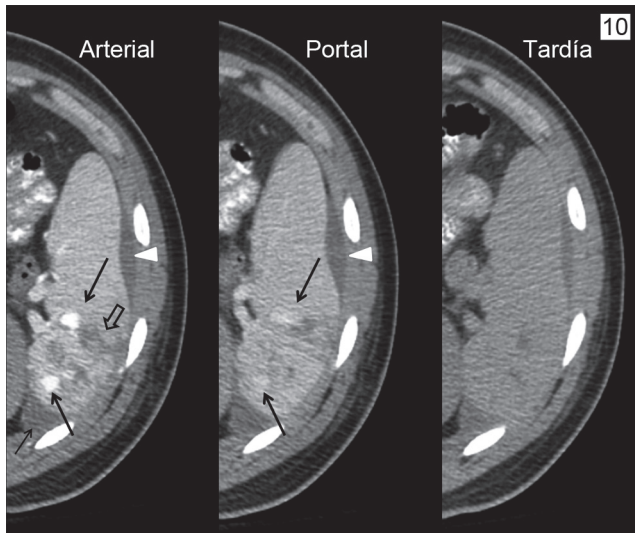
Masculino de 20 años que sufrió accidente, en motocicleta, bajo los efectos del alcohol. Al ingreso el *Fast* es positivo; sin embargo, permanece hemodinámicamente estable con manejo no operatorio y queda a cargo por 6 días en el Servicio de Ortopedia por fractura bilateral de tibia. Durante este tiempo el dolor abdominal progresa en intensidad motivo por el cual se solicita una TC contrastada. La TC en fase arterial muestra escaso líquido periesplénico, un pequeño hematoma subcapsular (punta de flecha blanca), laceraciones profundas (flecha hueca) y dos imágenes redondas isodensas a la aorta (flechas negras largas). La fase portal y tardía revelan que estas últimas lesiones permanecen del mismo tamaño y que su atenuación es ligeramente hiperdensa o isodensa al parénquima normal con lo que se establece el diagnóstico de pseudoaneurismas que se diferencian del sangrado activo.
